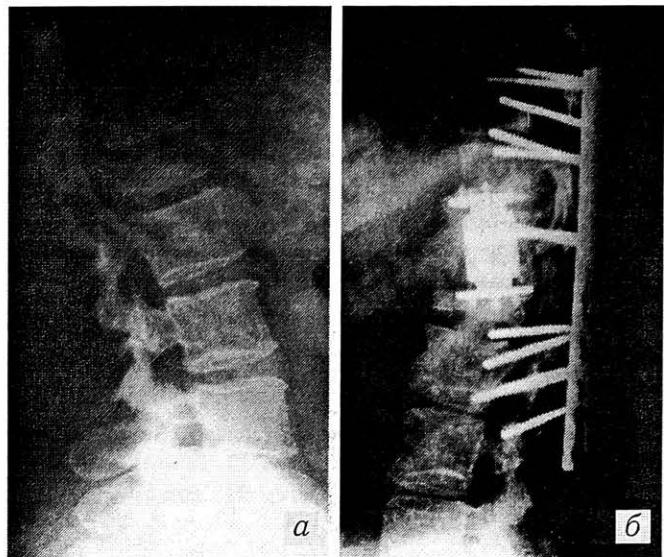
Рентгенограммы больного с метастатическим поражением L1 позвонка: а — до операции; б — после спондилэктомии L1—2 позвонков со стабилизацией заднего отдела позвоночника пластиинами Рой-Камилла, переднего — титановым протезом.
